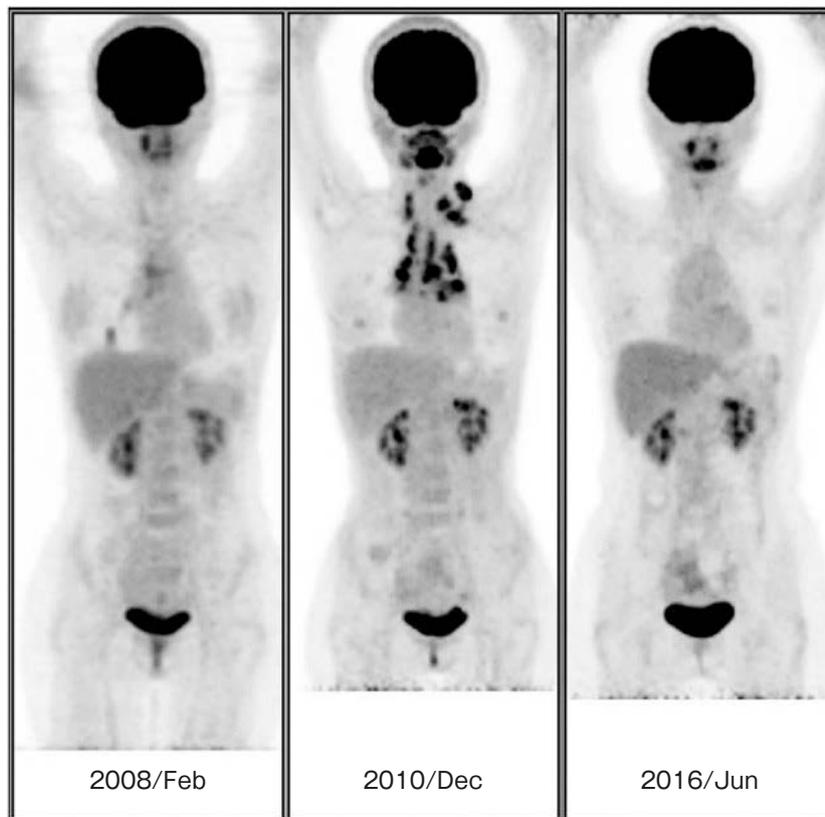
Imaging findings. Positron emission tomography-computed tomography (PET-CT). The enlarged lymph nodes on the left side of the neck, supraclavicular fossa, and mediastinum, which were found to be recurrent lesions in December 2010, had clearly decreased in size and, as of June 2016, were continuing to respond to treatment.
